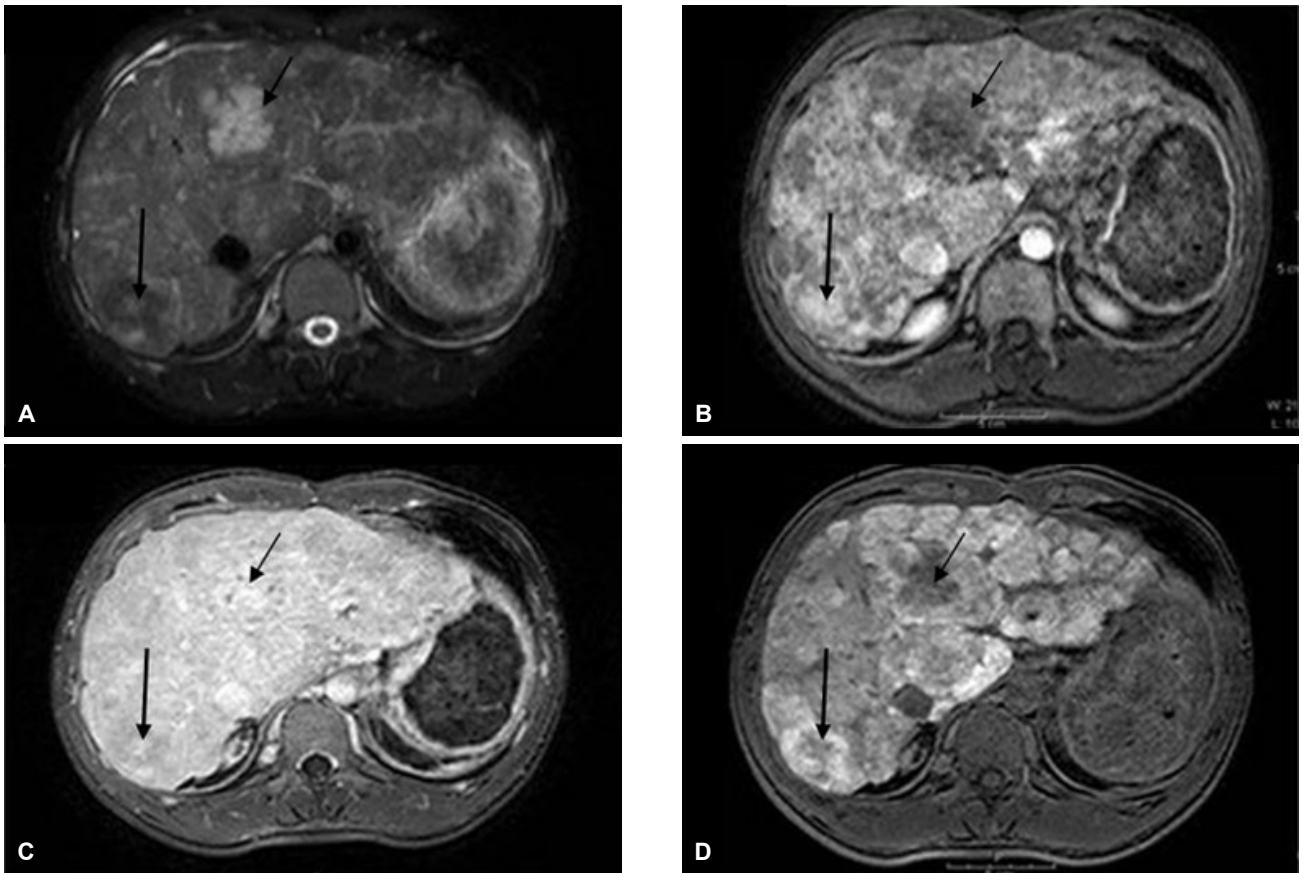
(A) Liver T2-weighted magnetic resonance imaging shows an intensely enhanced nodule (arrow) and hypo- or isointense enhancement (long arrow). (B) In the arterial phase T2-weighted image, no enhancement is observed (arrow) while similar enhancement of the surrounding liver is seen (long arrow). (C) Equilibrium phase imaging shows iso- or hypointense nodules. (D) The hepatobiliary phase shows hypointense (arrow) and hyperintense (long arrow) nodules, indicating that multiple nodules have normal functional hepatocytes.
